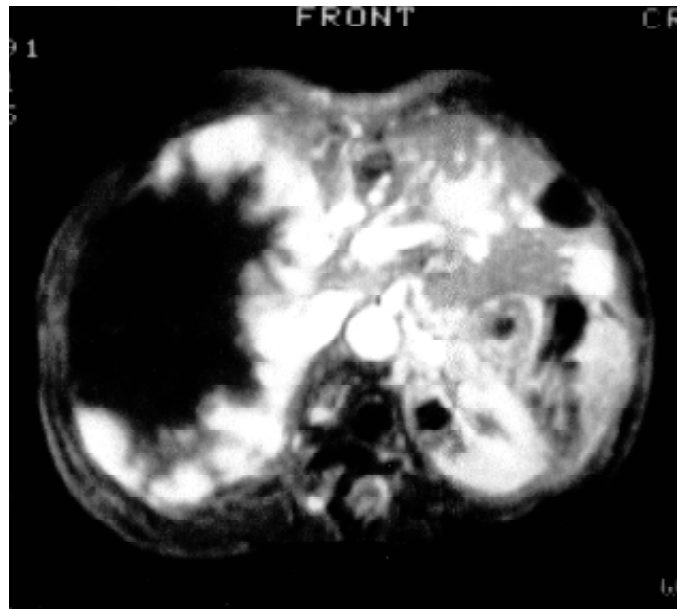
1ª Osservazione: RM che conferma il quadro TAC e mostra chiaramente un altro angioma del lobo sinistro anteposto al ramo della vena porta (30-12-91).
